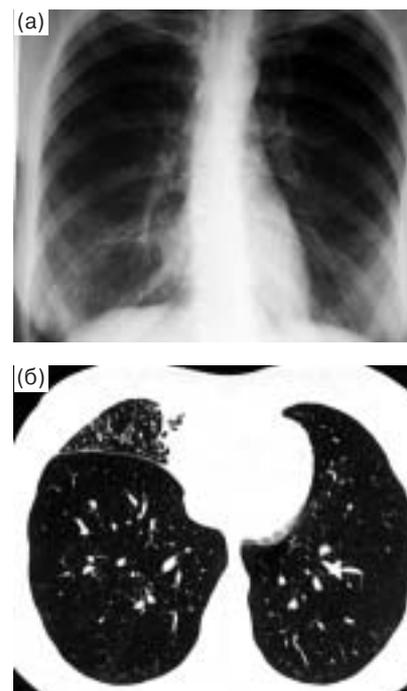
Хламидийная пневмония в средней доле правого легкого: а – рентгенограмма грудной клетки (усиление легочного рисунка в проекции нижней и средней долей, реакция плевры, инфильтрат не определяется); б – компьютерная томограмма (в области правого кардио-диафрагмального угла в средней доле – неоднородные, сливающиеся между собой субплевральные инфильтративные тени, реакция междолевой плевры).
